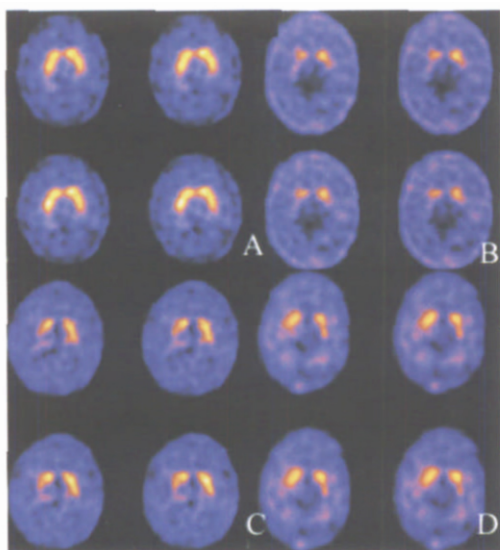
^{99m}Tc-TRODAT-1脑DAT SPECT显像
